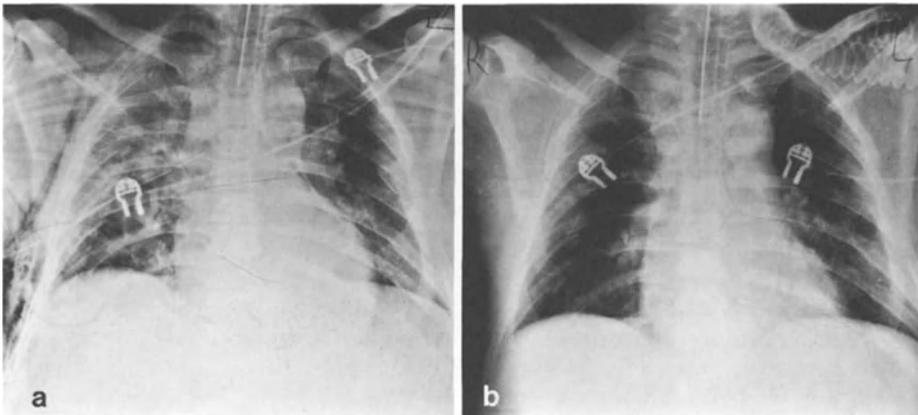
a, b. Gleicher Patient wie Abb. 1. Röntgenkontrolle nach 3 Tagen (a): Deutliche Stabilisierung der Situation. Das Herz ist wieder mittelständig. Es bestehen weiterhin ausgedehnte Lungenkontusionsherde. In der rechten und linken Brustfellhöhle liegt eine Drainage. Kontrolle nach 2 Wochen (b): Zufriedenstellende und zunehmende Belüftung beider Lungen bei beginnender Rückbildung der Kontusionsherde
